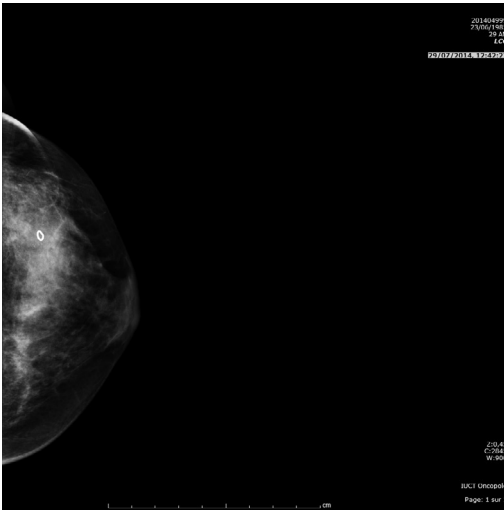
Mammographie de contrôle en incidence de face après mise en place de coïl sous échographie.
